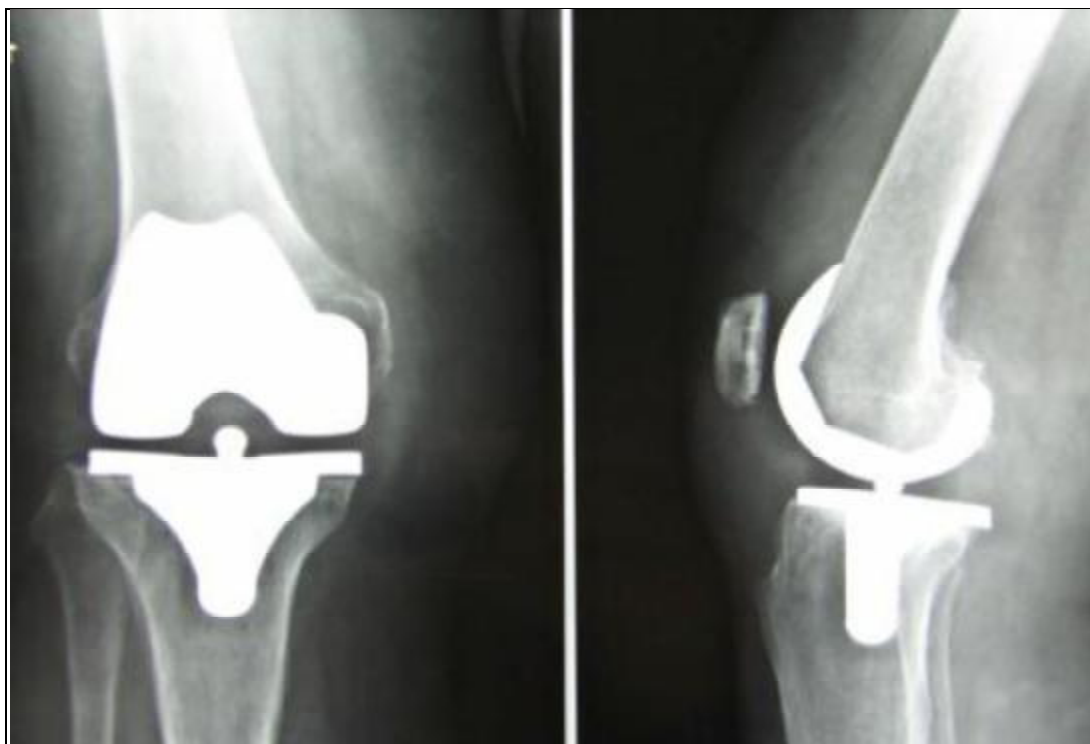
Radiographie de contrôle en post-opératoire après mise en place d'une PTG droite.
